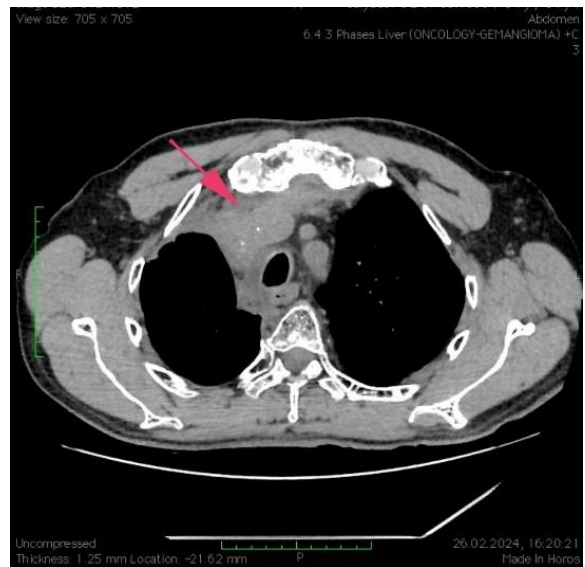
КТ пациента С., 53 лет, февраль 2024г. (После 5 курсов иммунотерапии)
